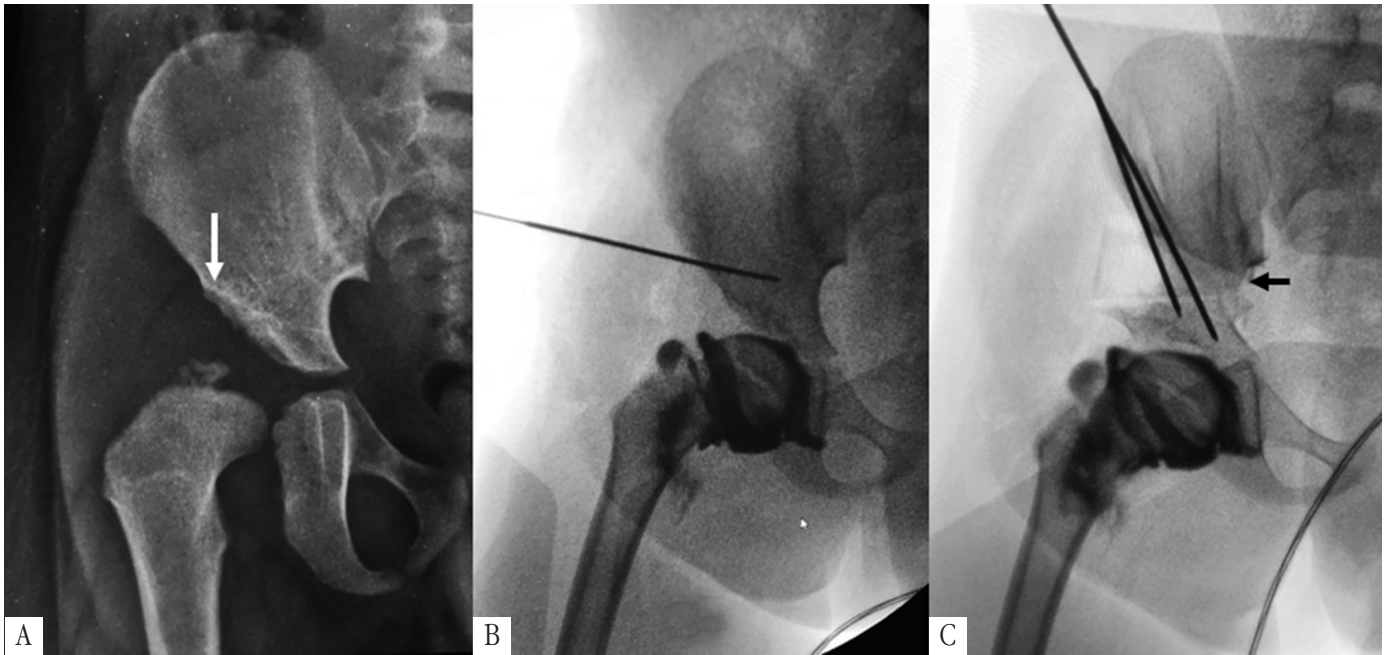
Принцип застосування запропонованої модифікації за даними інтраопераційних рентгенограм: А – до операції (наявна ацетабулярна дисплазія – біла стрілка); В – проведення артрографії вказує на доцільність/недоцільність проведення відкритого вправлення ГСК, проведено маркування лінії остеотомії спицею Кіршнера; С – після застосування модифікованої остеотомії таза за Salter (стрілка вказує на гострий кут проксимального фрагмента клубової кістки внаслідок вигнутої лінії остеотомії, що є рентгенологічною особливістю запропонованої модифікації).
